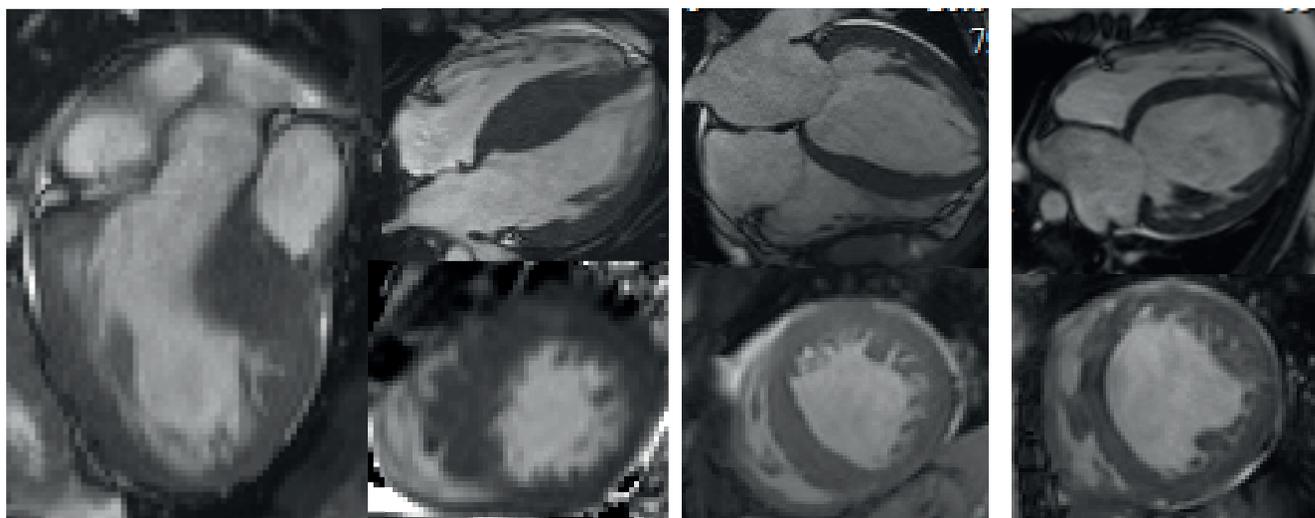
МРТ изображения в двух проекциях и международная MOGE(S) классификация трех фенотипов с дилатационным подтипом НКМП.
